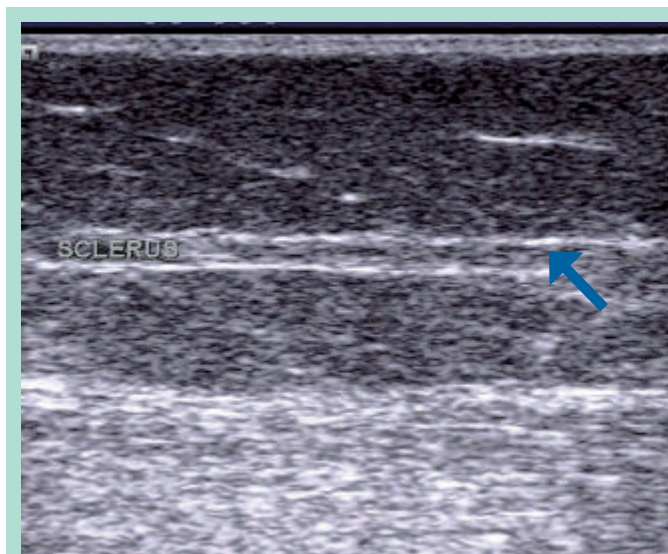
Bon résultat échographique en coupe longitudinale d'une sclérose mousse à 1 an : rétraction fibreuse de la varice.
